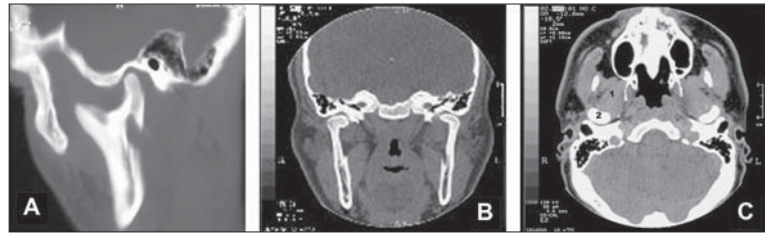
Рентгеновская компьютерная томограмма ВНЧС: А — сагиттальная реконструкция; В — коронарная реконструкция; С — аксиальная реконструкция.
